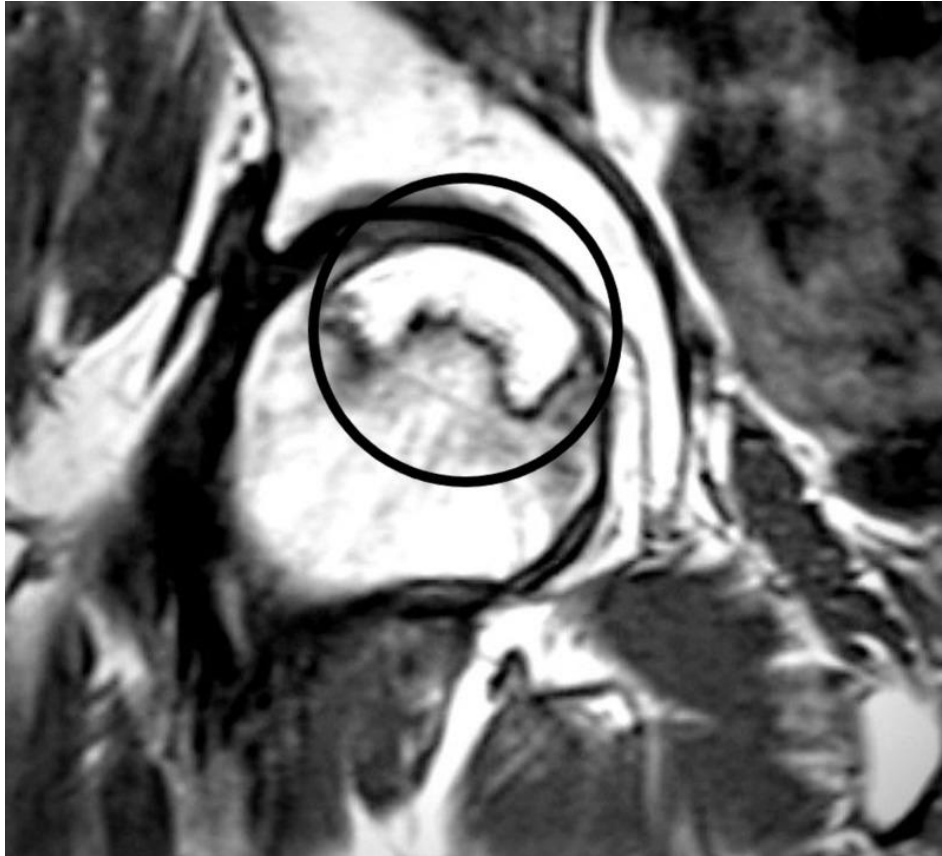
TAC de pelvis - vista coronal Osteonecrosis cadera izquierda.*
